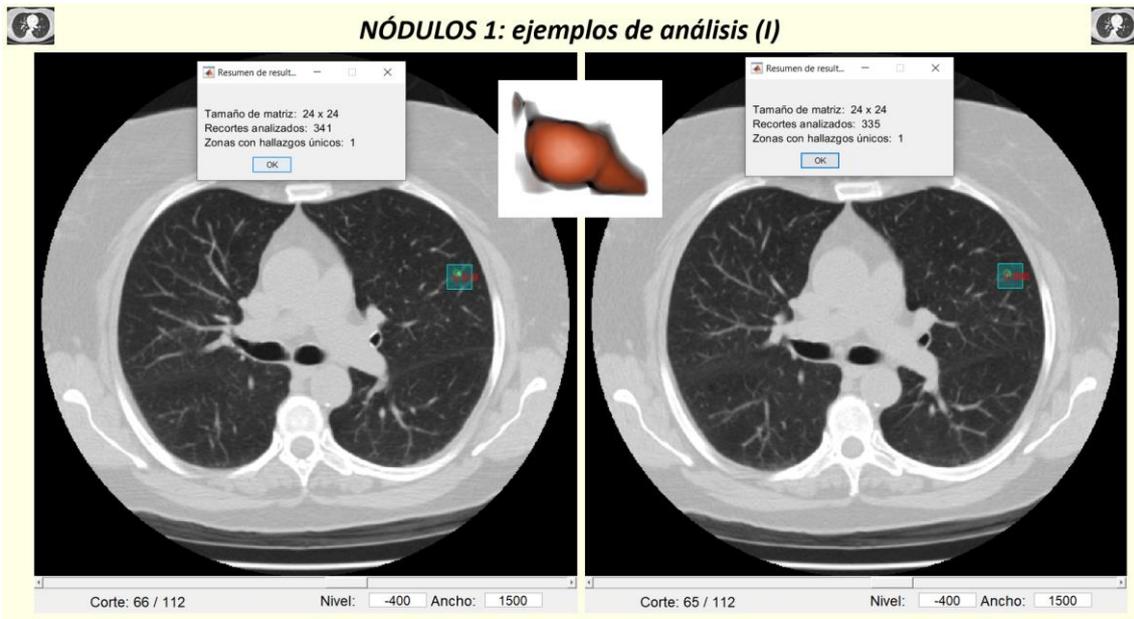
Casos TC de tórax. Caso 16: ejemplos de análisis del nódulo 1 (I)
